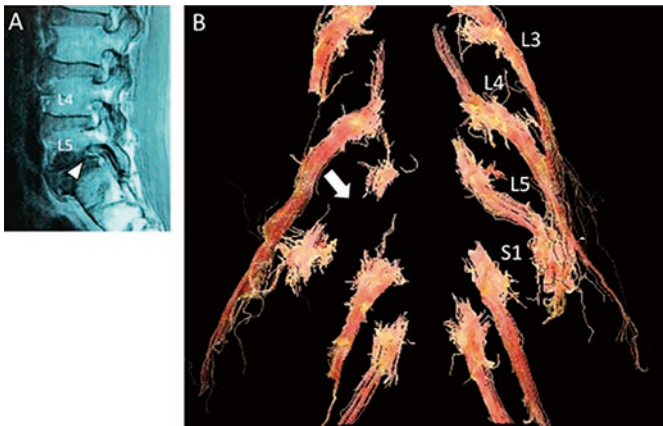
L5椎間孔狭窄症例 A) 従来MRI B) DTI (矢印；右L5神経の途絶)
